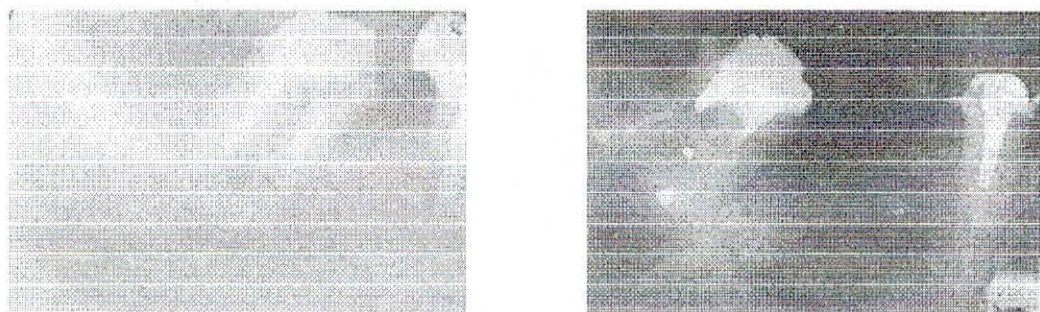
Radiografías pre y post tratamiento del caso número 1. FUENTE. Clinica de pstgrado C.O.C.
